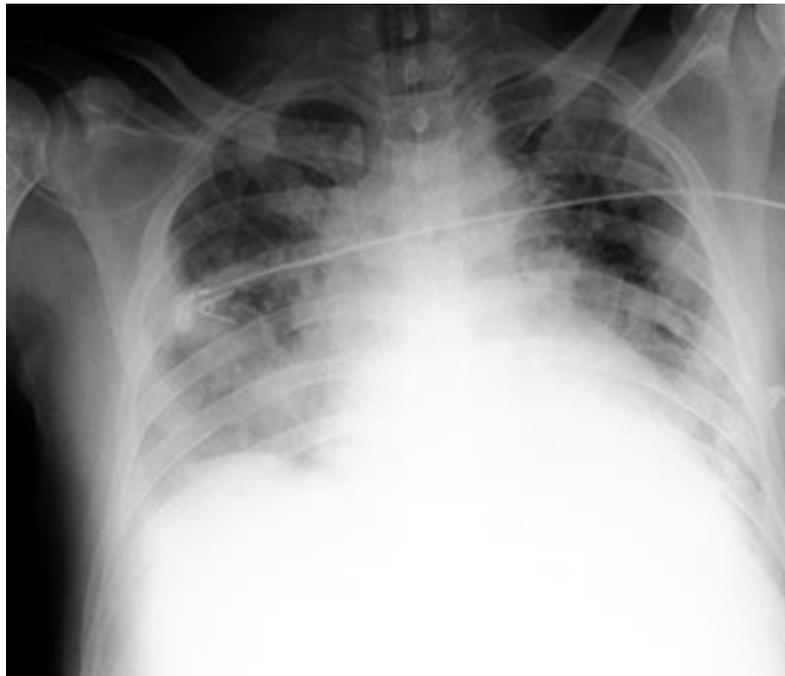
Radiografía de tórax al tercer día de reclutamiento alveolar.
